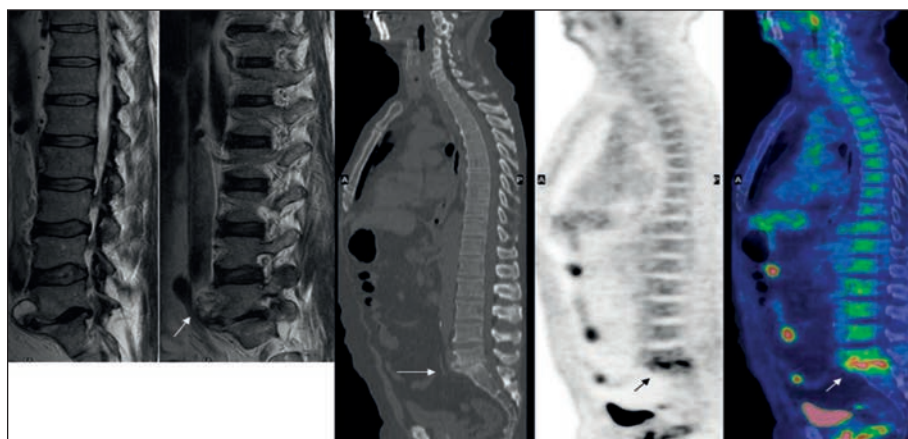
18F-FDG PET/CT: Spondilodiscite.
